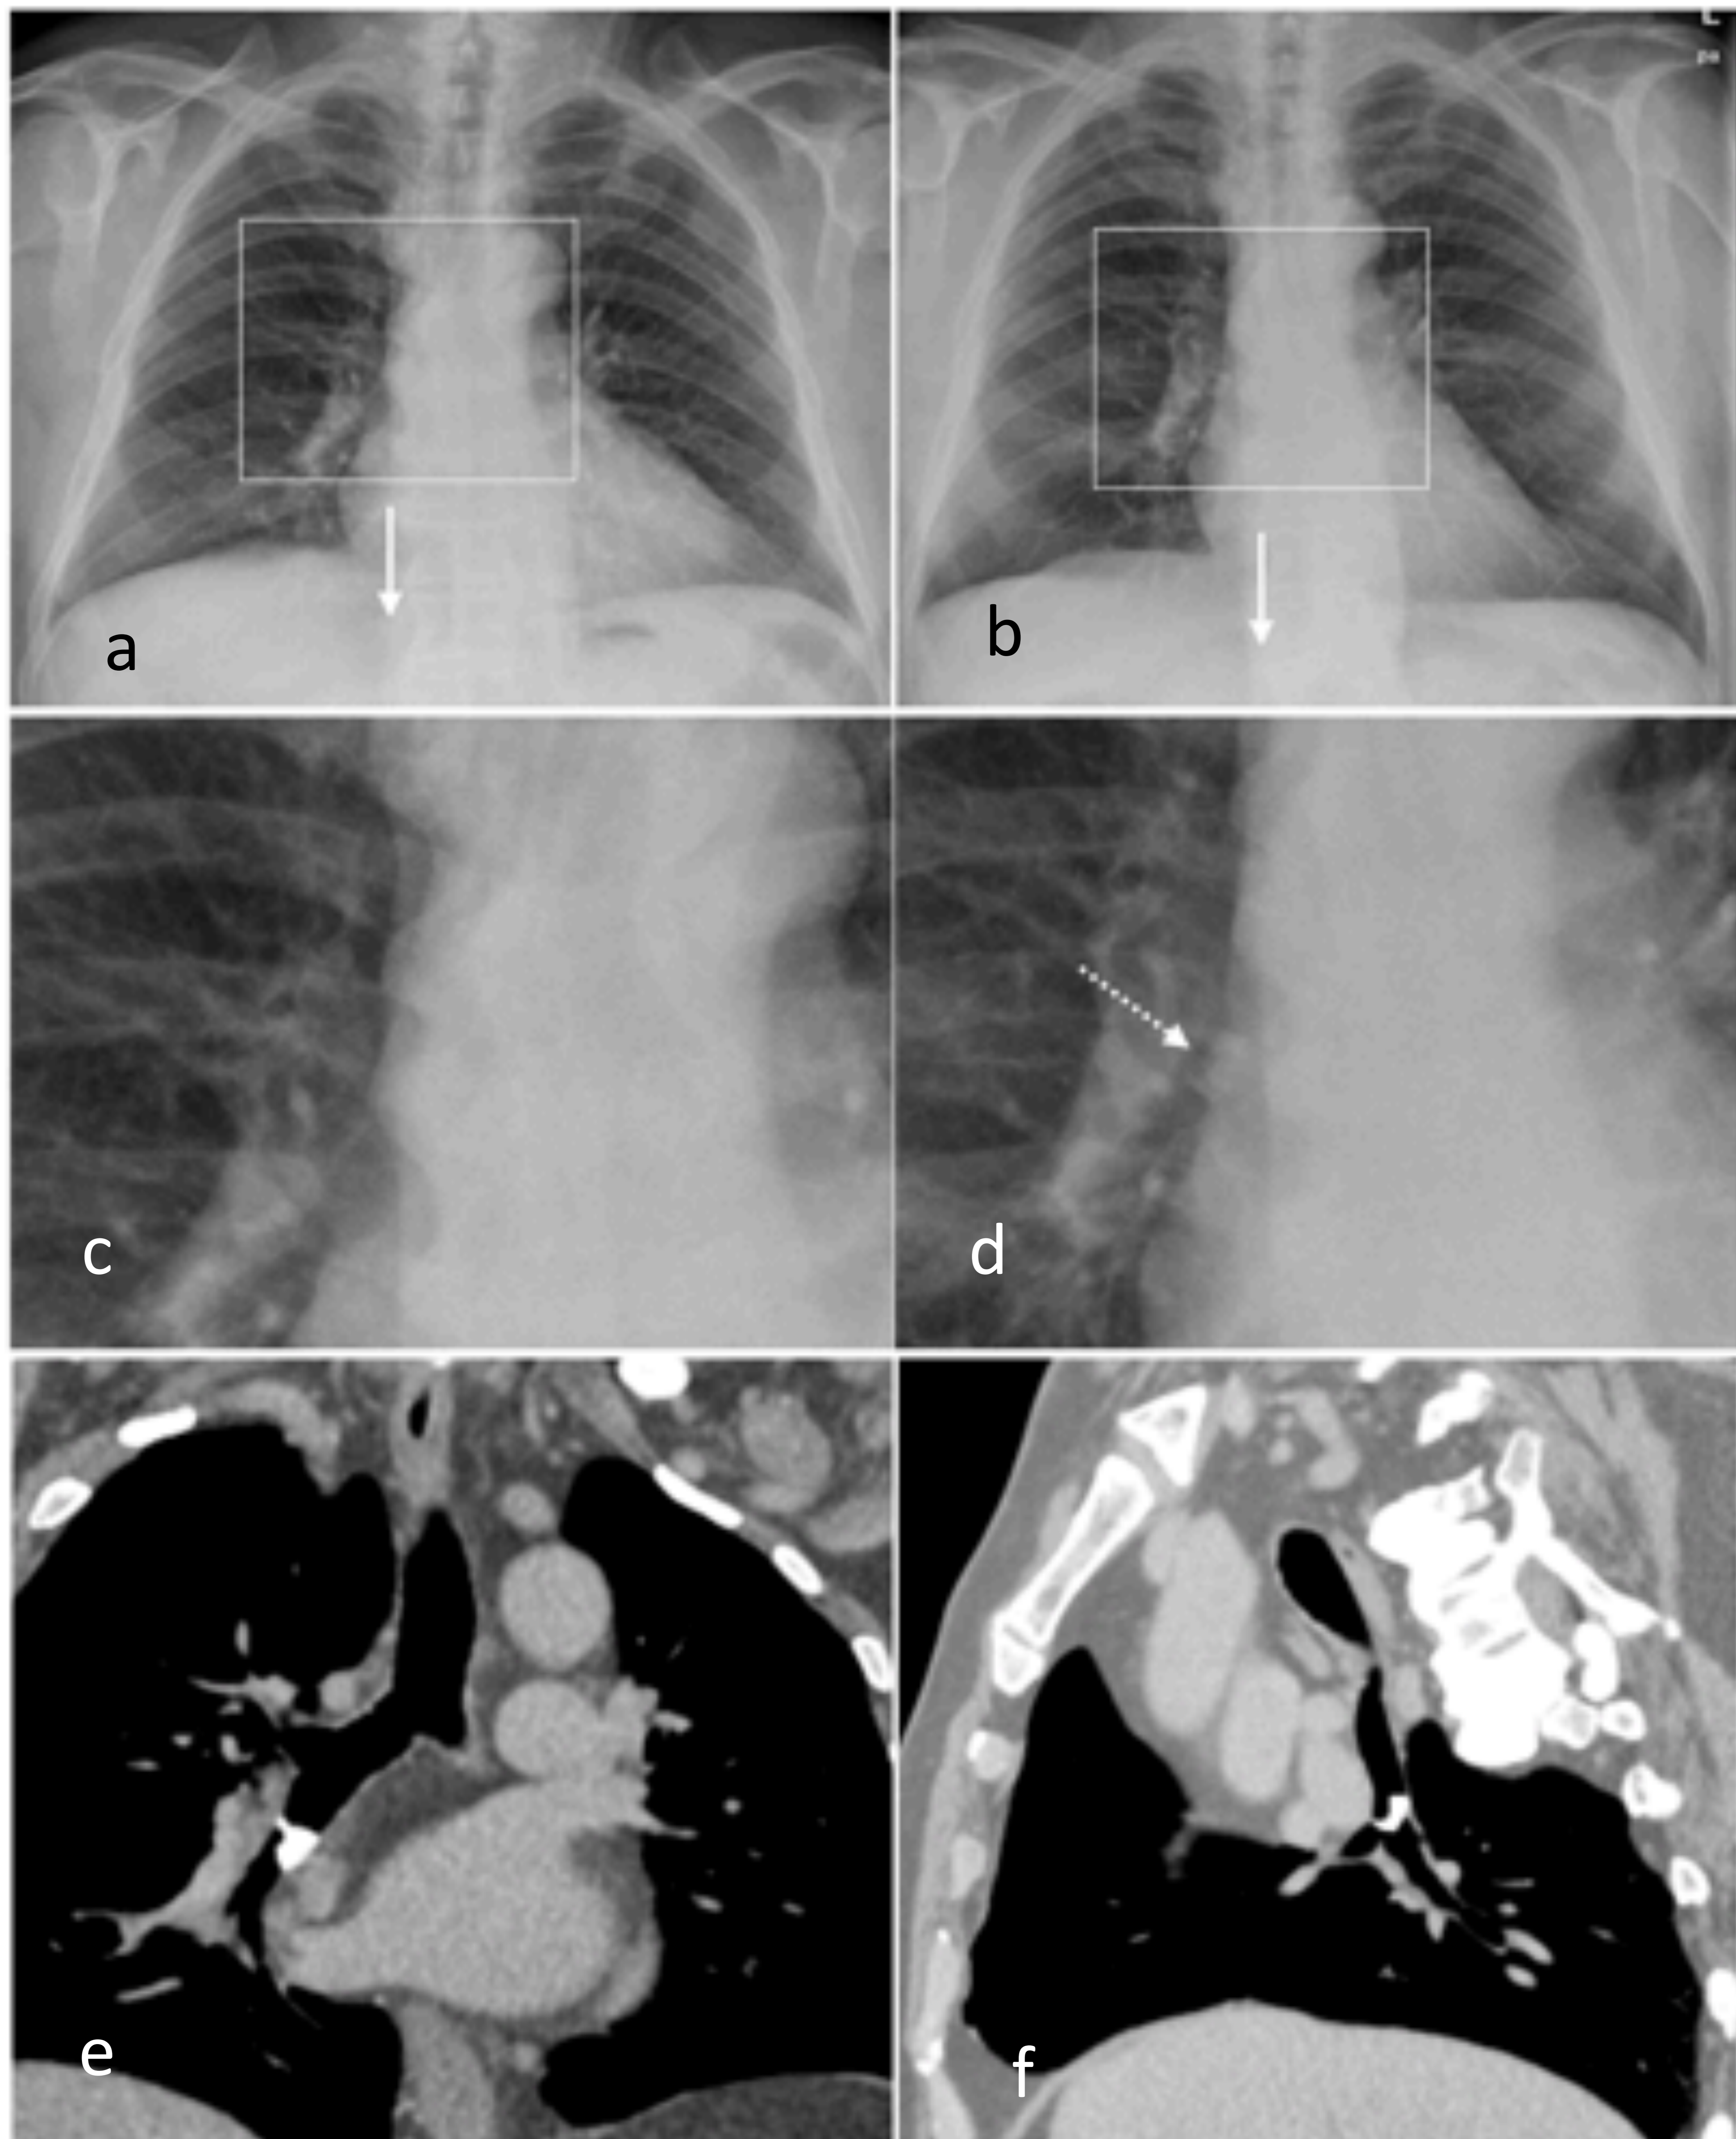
aspiración de un hueso de pollo. Radiografía de tórax PA previa del paciente (a) y del episodio (b). Ampliaciones (c,d) respectivamente de las radiografías a y b a nivel de la carina-bronquio principal derecho, visualizándose en (d) un cuerpo extraño radioopaco a nivel de la bifurcación en bronquios secundarios. TC de tórax con CIV, ventana de partes blandas, cortes coronal y sagital, visualizándose el cuerpo extraño en el bronquio intermediario derecho.
